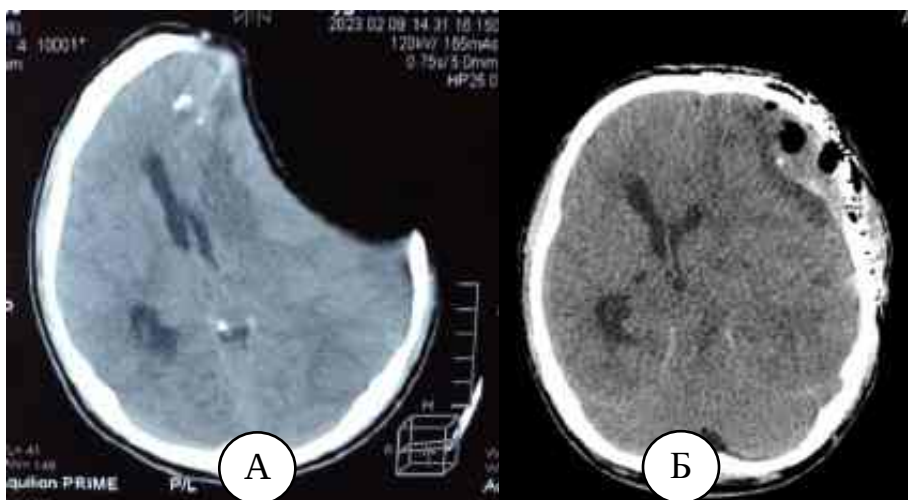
Г.1. Комп'ютернотомографічні зображення пацієнта Г. А — парадоксальна грижа мозку зі зміщенням серединних структур до 15 мм та прогресією патологічної симптоматики, Б — пластика кісткового дефекту динамічним титановим імплантом
